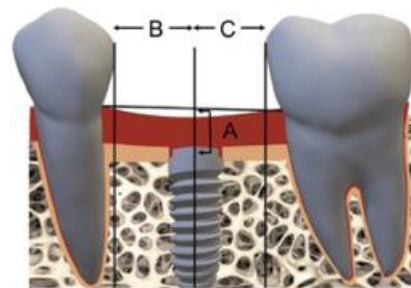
Medidas de radiografía. Longitud del pilar de cicatrización (A) distancia entre la plataforma del implante y la línea trazada entre cervicales líneas de dientes adyacentes. (B) y (C) Distancia desde el eje central del implante dental a la altura proximal del contorno de mesial y distal dientes adyacentes, respectivamente.²⁸
